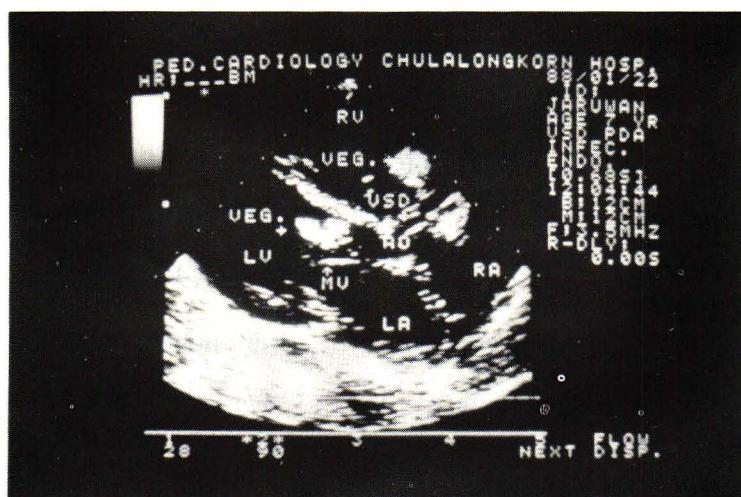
2 DE in left parasternal long axis projection in the same patient of Fig 1. Two large increase echogenic density masses are attached to the anterior mitral leaflet and septal leaflet of tricuspid valve.
